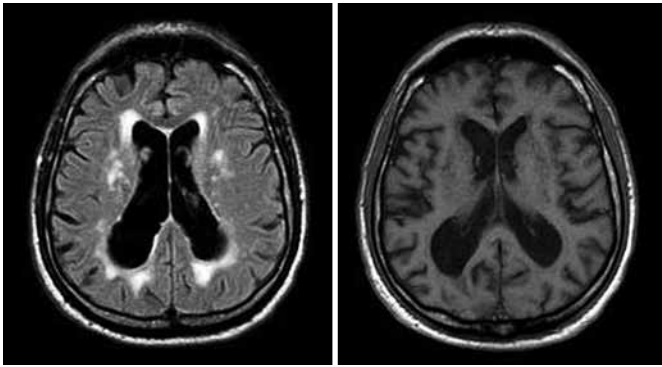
МРТ головного мозга в T1, T2 режиме пациента Г., 71 г.
